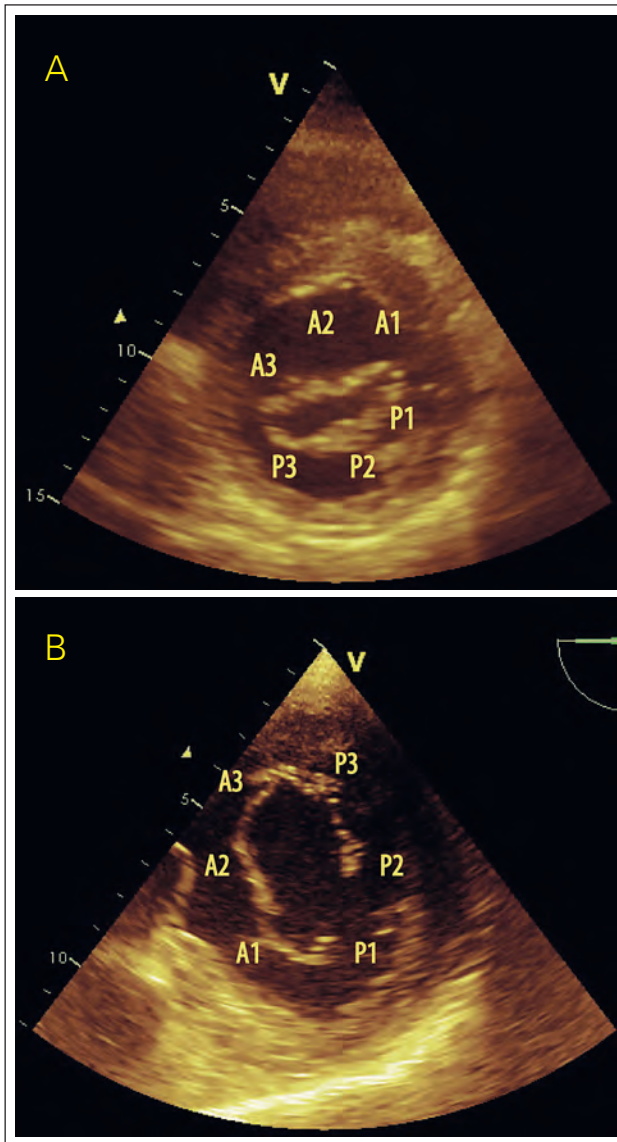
Querschnitte der MK mit Darstellung der Segmente in der (A) trans-thorakalen und (B) transösophagealen Echokardiographie
